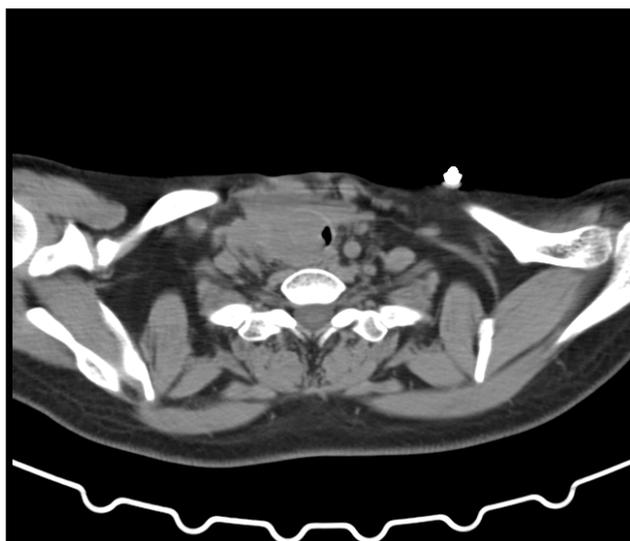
Preoperative CT of the larynx
